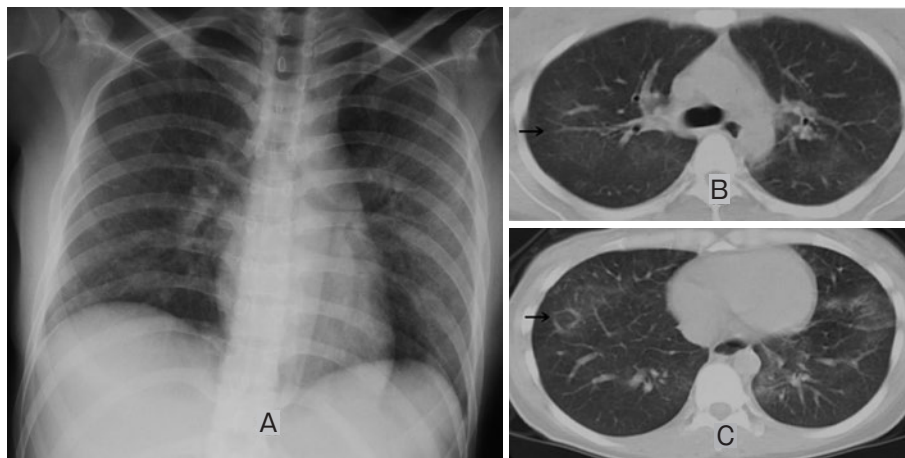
(A)入院時胸部X線写真(X年4月30日). 両側びまん性にすりガラス陰影を認める. (B, C)入院時胸部単純CT(X年4月30日). 両側肺野でびまん性すりガラス様に濃度上昇を認め, 特にS2, S8で陰影の増強を認める. →:生検部位.
